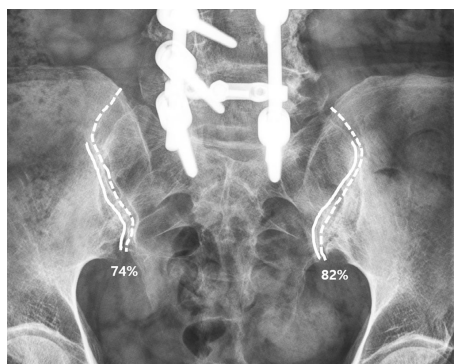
Postoperative radiograph of 64 year-old woman who experienced lumbosacral fusion shows subchondral sclerosis of bilateral sacroiliac joint. Dotted lines show the total sacroiliac joint lines and solid lines note the range of subchondral sclerosis. Subchondral sclerosis of right and left sacroiliac joint was calculated as 74%, 82%, respectively.
